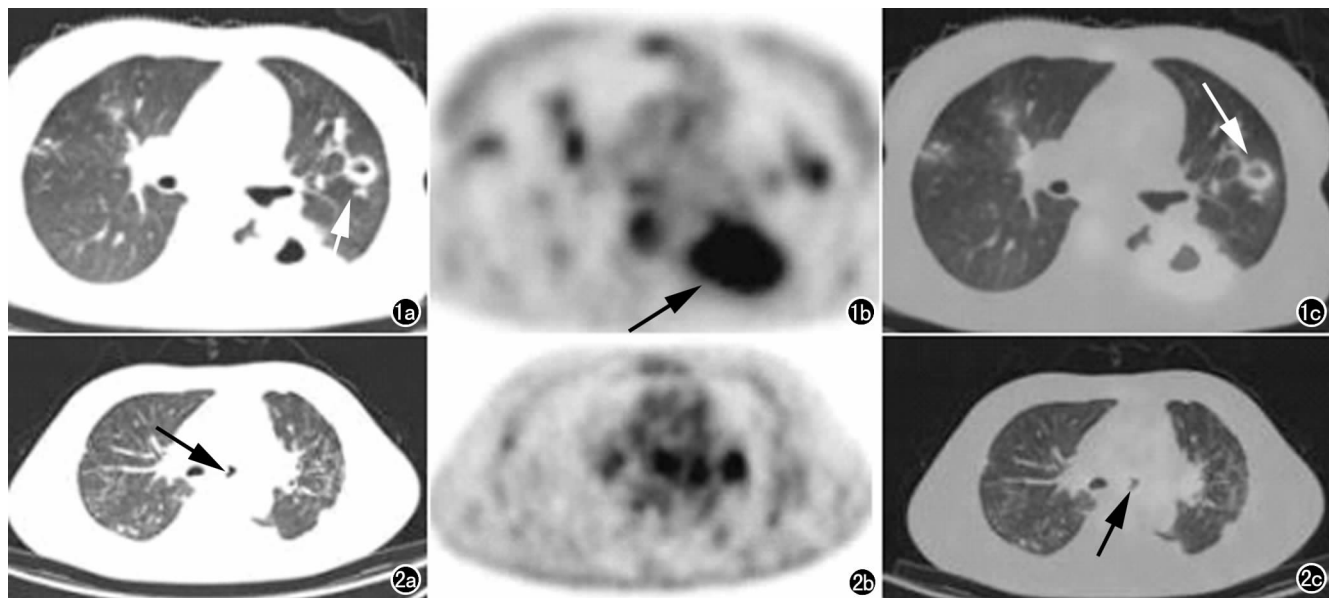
a) CT 图像示左肺两个厚壁空洞(箭); b) PET 图像于相应部位见 ¹⁸F-FDG 高摄取, 较大空洞 SUV_{max} 约 9.42(箭); c) PET 图像与 CT 图像融合, 病灶匹配良好(箭)。图 2 a) CT 图像示左侧主支气管形态不规则, 管腔变窄, 局部可见软组织影(箭); b) PET 图像未见异常改变; c) PET/CT 图像示左侧主支气管内结节状放射性摄取增高灶, SUV_{max} 约 4.44(箭)。
